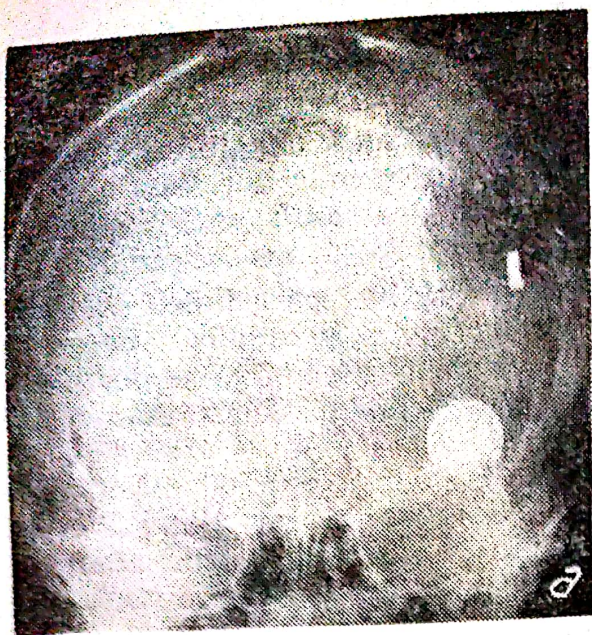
Radiografie craniană simplă; se constată craniectomie parietală stângă și prezența unui corp metalic intracerebral: a — imagine de față; b — imagine de profil.
